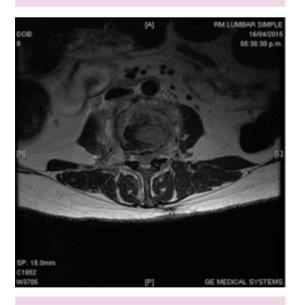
Resonancia magnética nuclear en T2 en el área del disco intervertebral T3-T4: mínimo involucramiento del canal, sin compromiso radicular.
